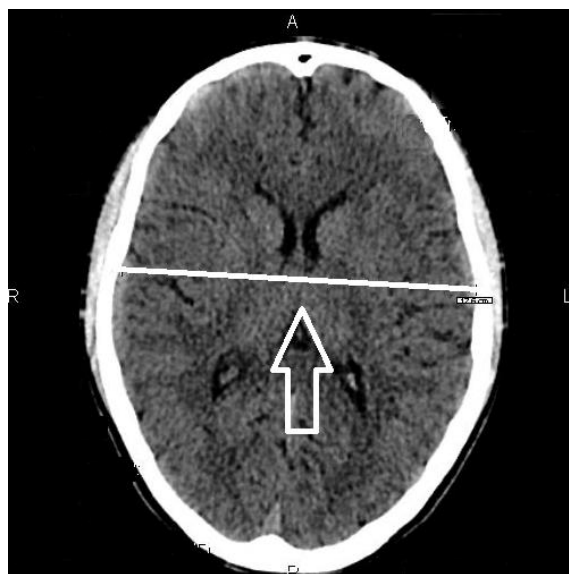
Компьютерная томография амбулаторного пациента Е-ов И/Б № 1431-2015. Измерение битемпорального размера черепа.
